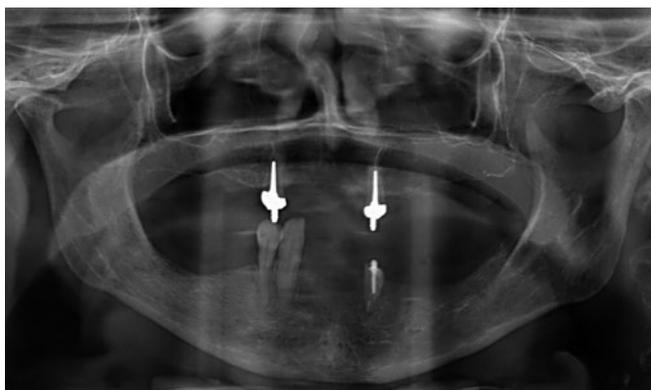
Orthopantomogramme réalisé lors de la présentation initiale
